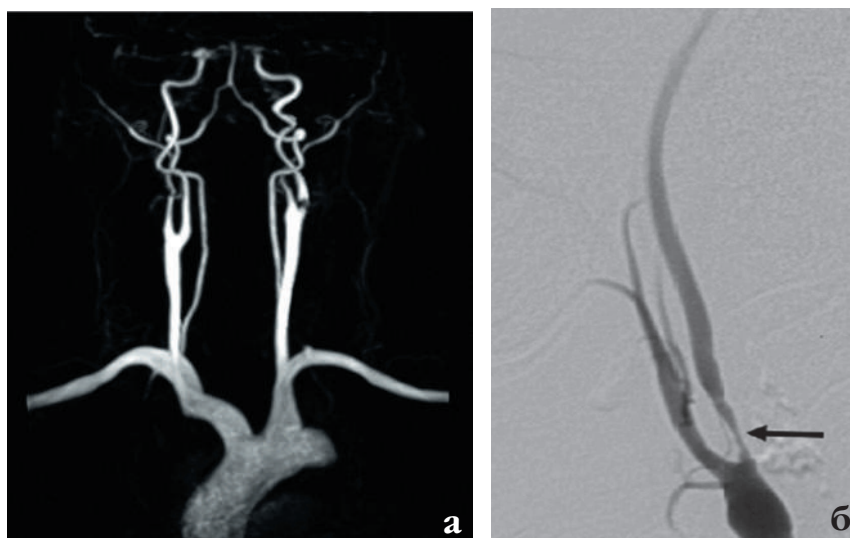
МРТ в режиме ангиографии (а) и субтракционная дигитальная ангиография (б): диссекция с формированием критического стеноза гомолатеральной внутренней сонной артерии
